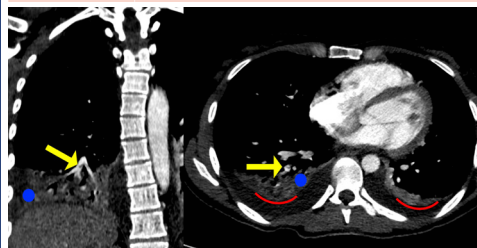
Angio-TC. Flechas amarillas describen TEP de rama subsegmentaria de la pirámide basal derecha. Líneas rojas describen el derrame pleural y punto azules la consolidación pulmonar.
